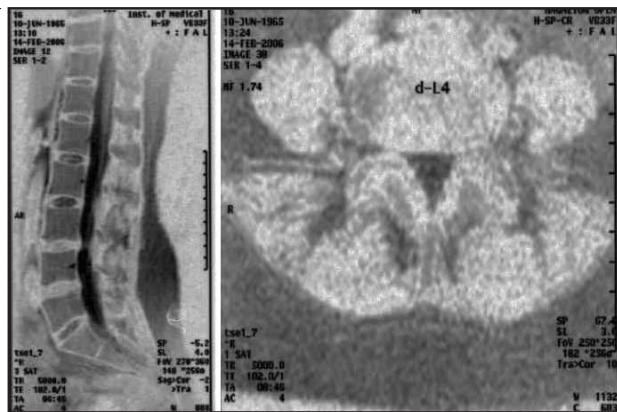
Та же больная, МРТ-исследование (после лечения)
